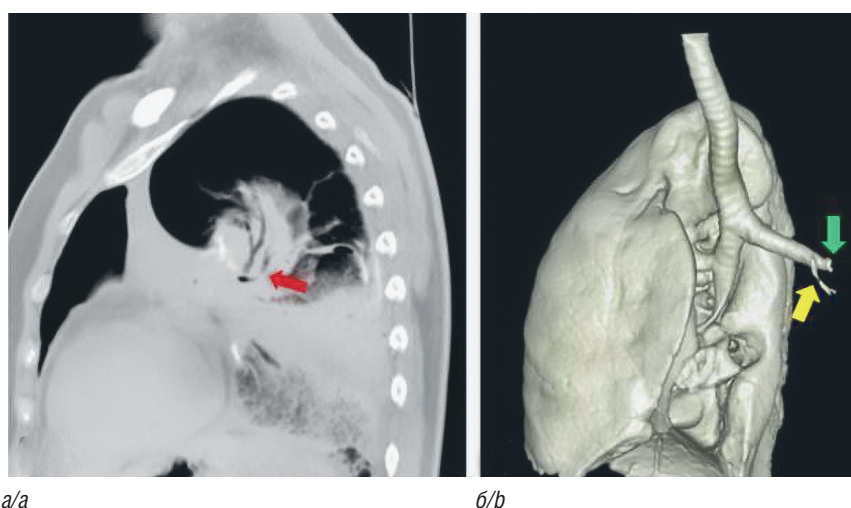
Компьютерная томограмма грудной клетки без внутривенного контрастирования, сагиттальный срез (а): торсия структур корня легкого (красная стрелка); 3D-реконструкция бронхов слева (б): передний зональный бронх (желтая стрелка) ротирован против часовой стрелки вокруг оси левого нижнедолевого бронха (зеленая стрелка) (фото из архива авторов)
